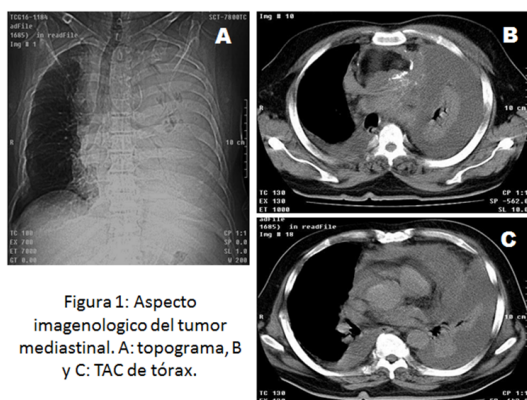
Aspecto imagenológico del tumor mediastinal. A: topograma, B y C: TAC de tórax.
